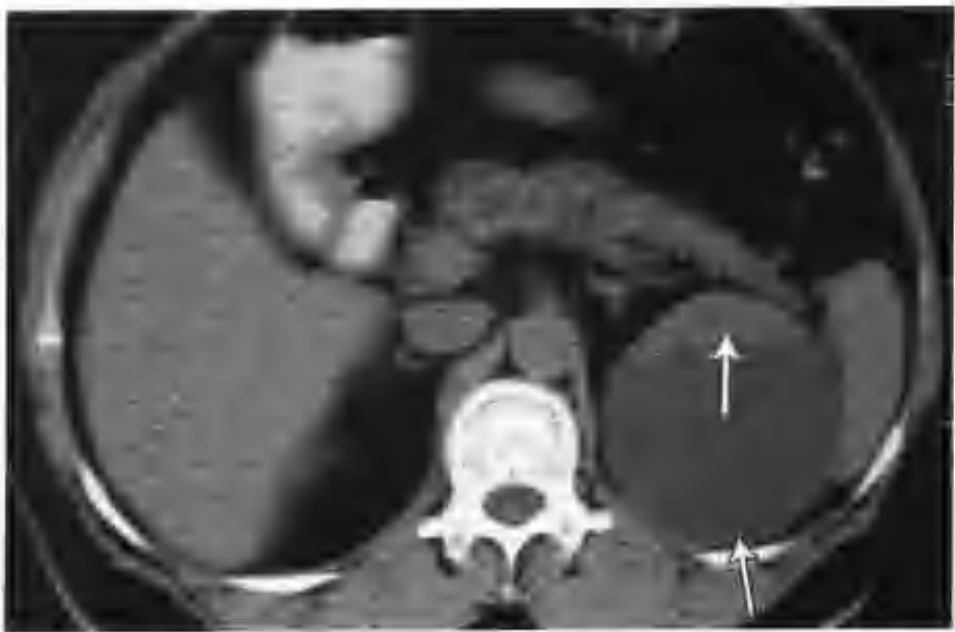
左肾集合管癌（CT 平扫左肾见一囊实性肿物，单囊，有一宽基底壁结节（箭头，空心箭头示肾癌））
